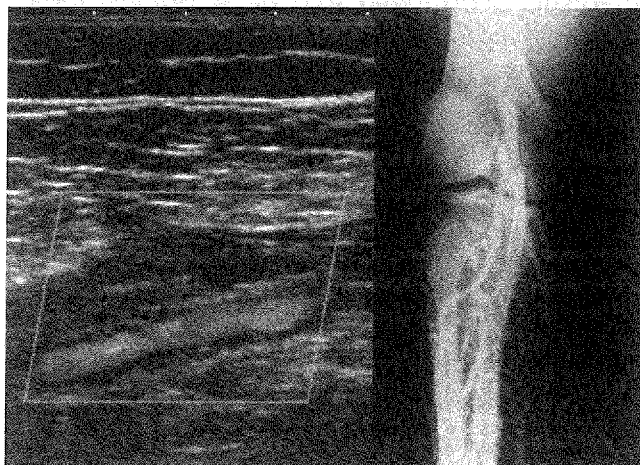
Tromboză venoasă poplitee – ecografie Doppler color și flebografie cu substanță de contrast
